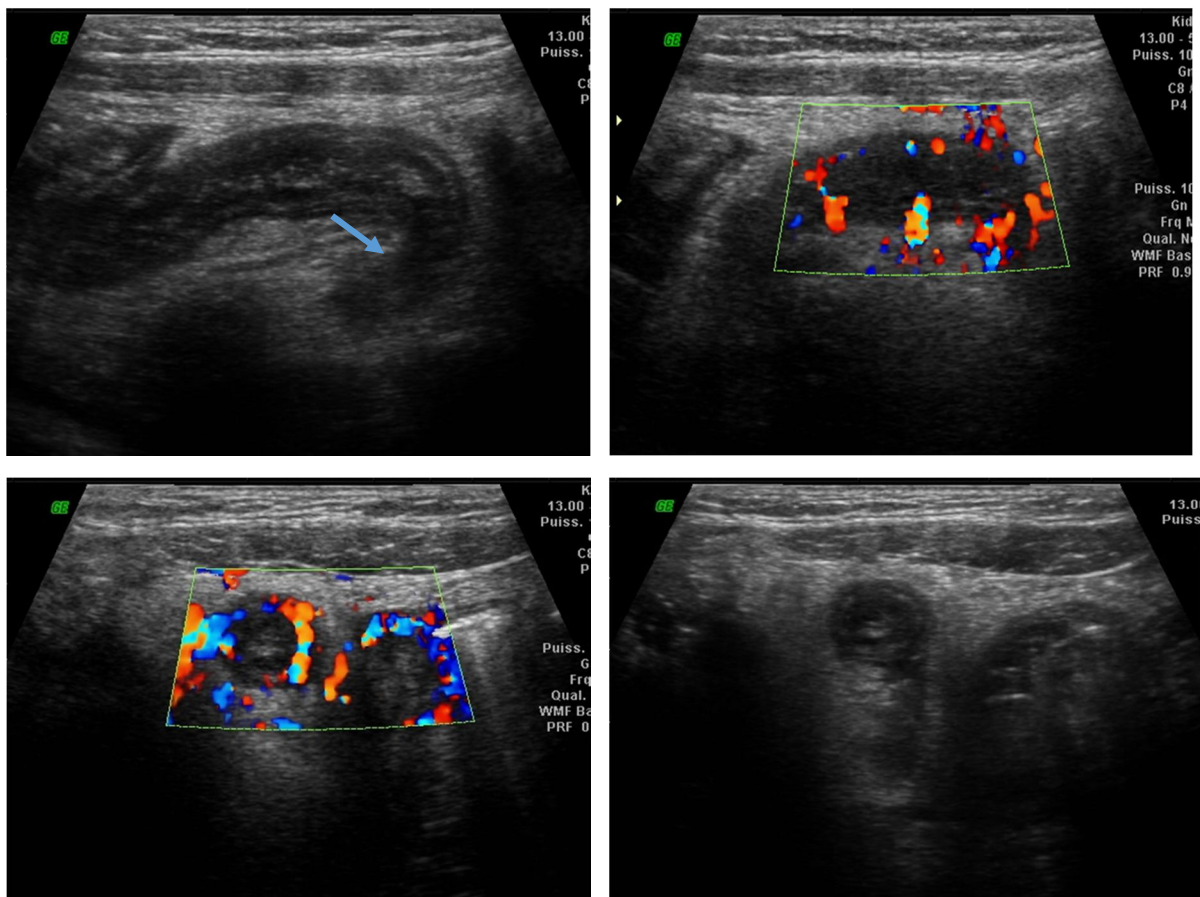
Appendicite compliquée vue à l'échographie
